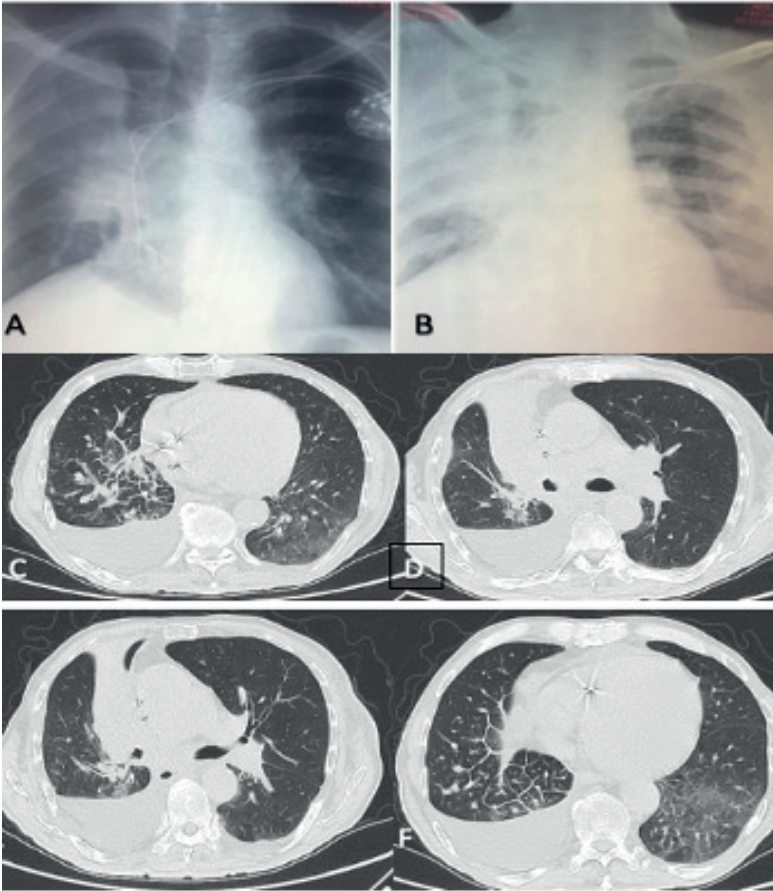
Kemoradyoterapi sonrası immünoterapi sürecinde iken radyasyon pnömonisi gelişen toraksa sınırlı küçük hücreli akciğer kanseri olgusu. 2A: İlk başvuru sırasındaki PA akciğer grafisi. 2B: Steroid tedavisinin 10. gününde elde edilen PA akciğer grafisi. 2C ve 2D: Bilgisayarlı tomografide sağ akciğerde belirgin, bilateral buzlu cam görünümü.
